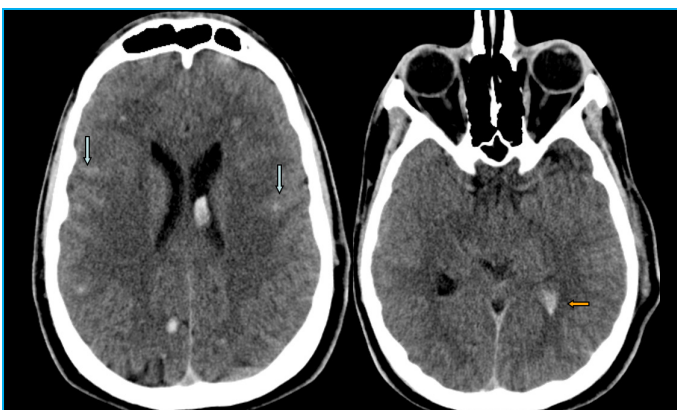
TC craneal sin contraste. En la primera imagen se identifica ocupación de los surcos de la convexidad fronto-parietal de ambos hemisferios, compatible con HSA (flechas azules). En la segunda imagen aparece el edema difuso con colapso de las cisternas de la base y sangre intraventricular en el asta occipital izquierda (flecha naranja)
